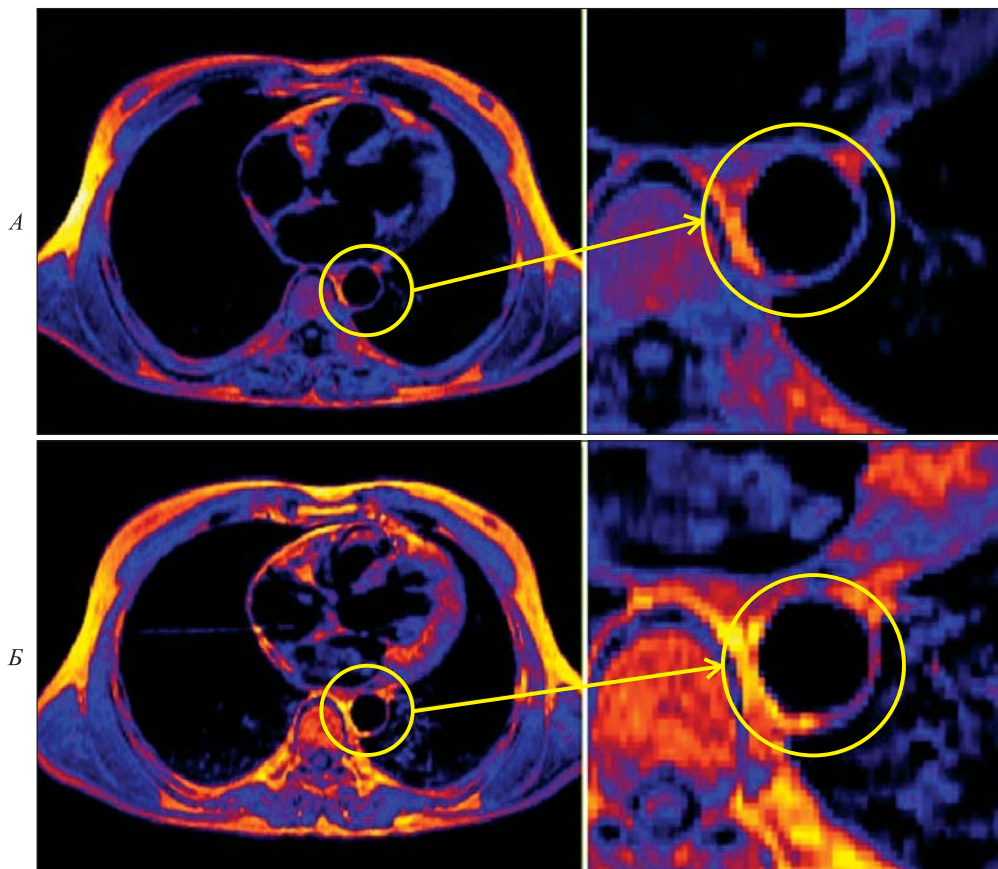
МР-томографическое исследование у пациента с распространенным атеросклерозом и ОИМ ЛЖ: А – T1-взвешенное изображение до введения контраста, Б – T1-взвешенное изображение после контрастирования – диффузно-распространенный синдром аккумуляции контраста парамагнетика в стенке аорты
